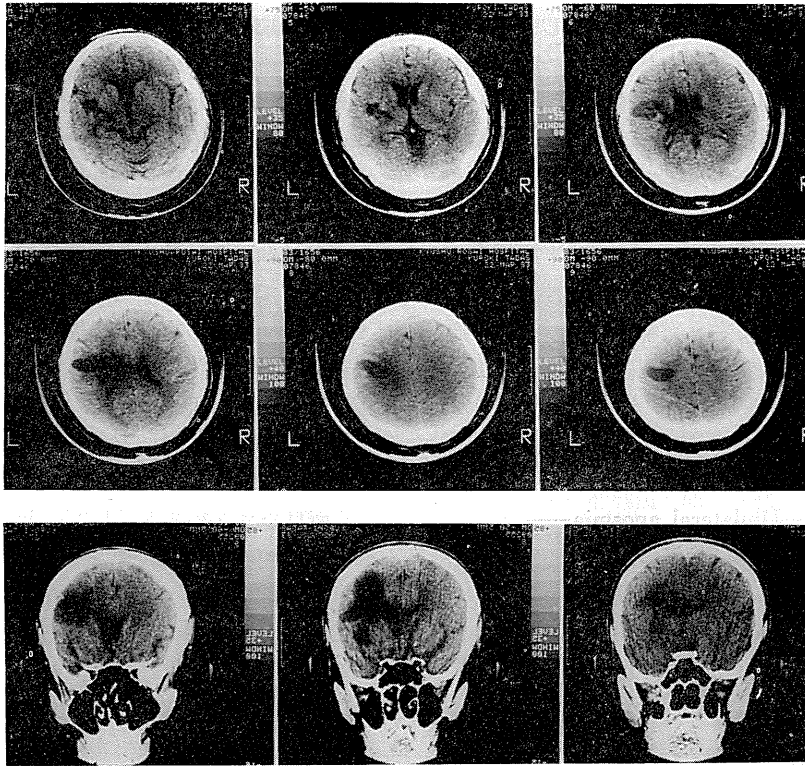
症例1のCT (上段は水平断, 下段は前額断)
